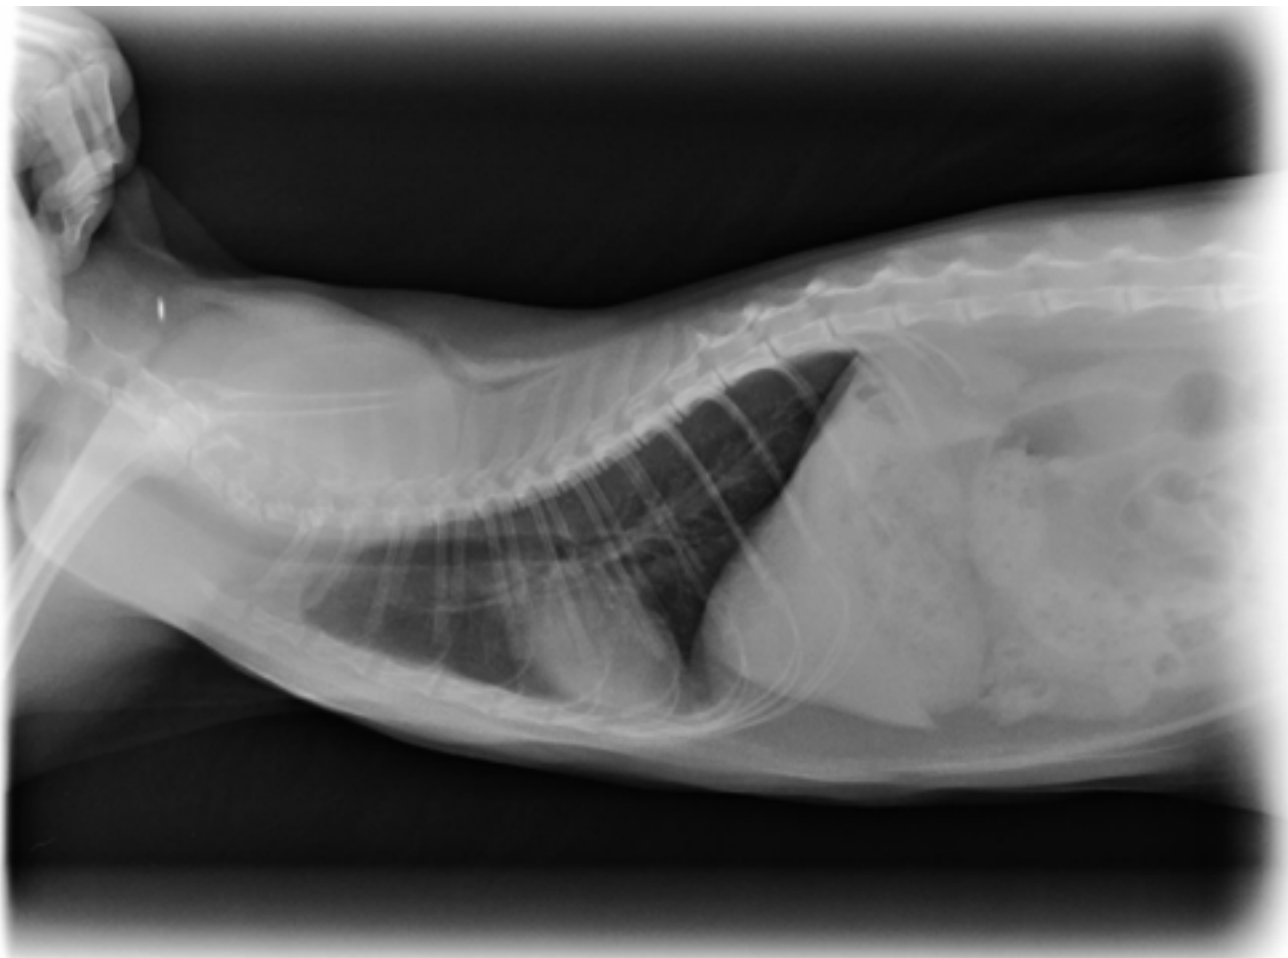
Radiografía torácica en proyección laterolateral derecha del paciente. Se observa patrón bronquial generalizado severo
